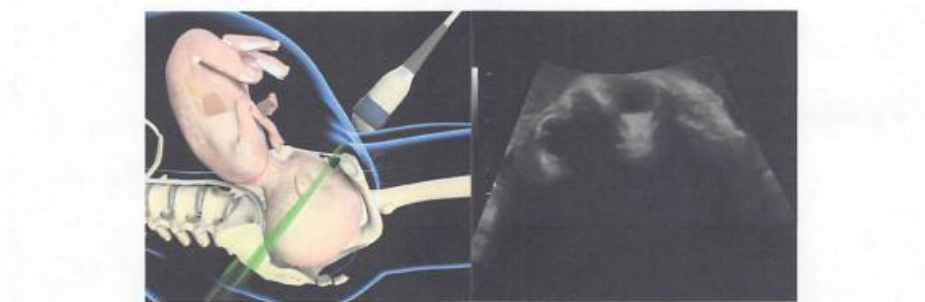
Transabdominal ultrasound imaging (transverse plane) in fetus with occiput-posterior position. (Reproduced from Youssef *et al.*⁸¹.)
